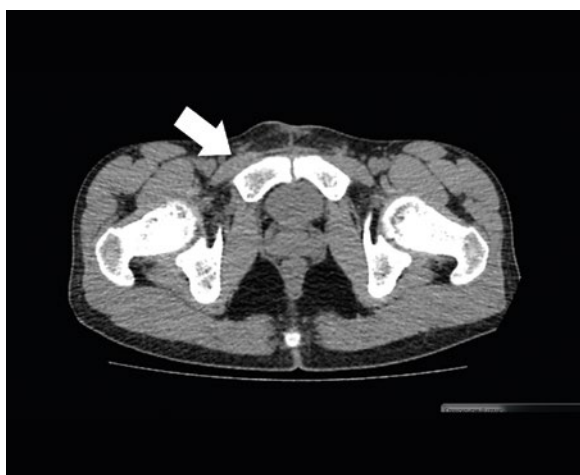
Компьютерная томография органов малого таза после завершения ПХТ: уменьшение лимфатических узлов.
